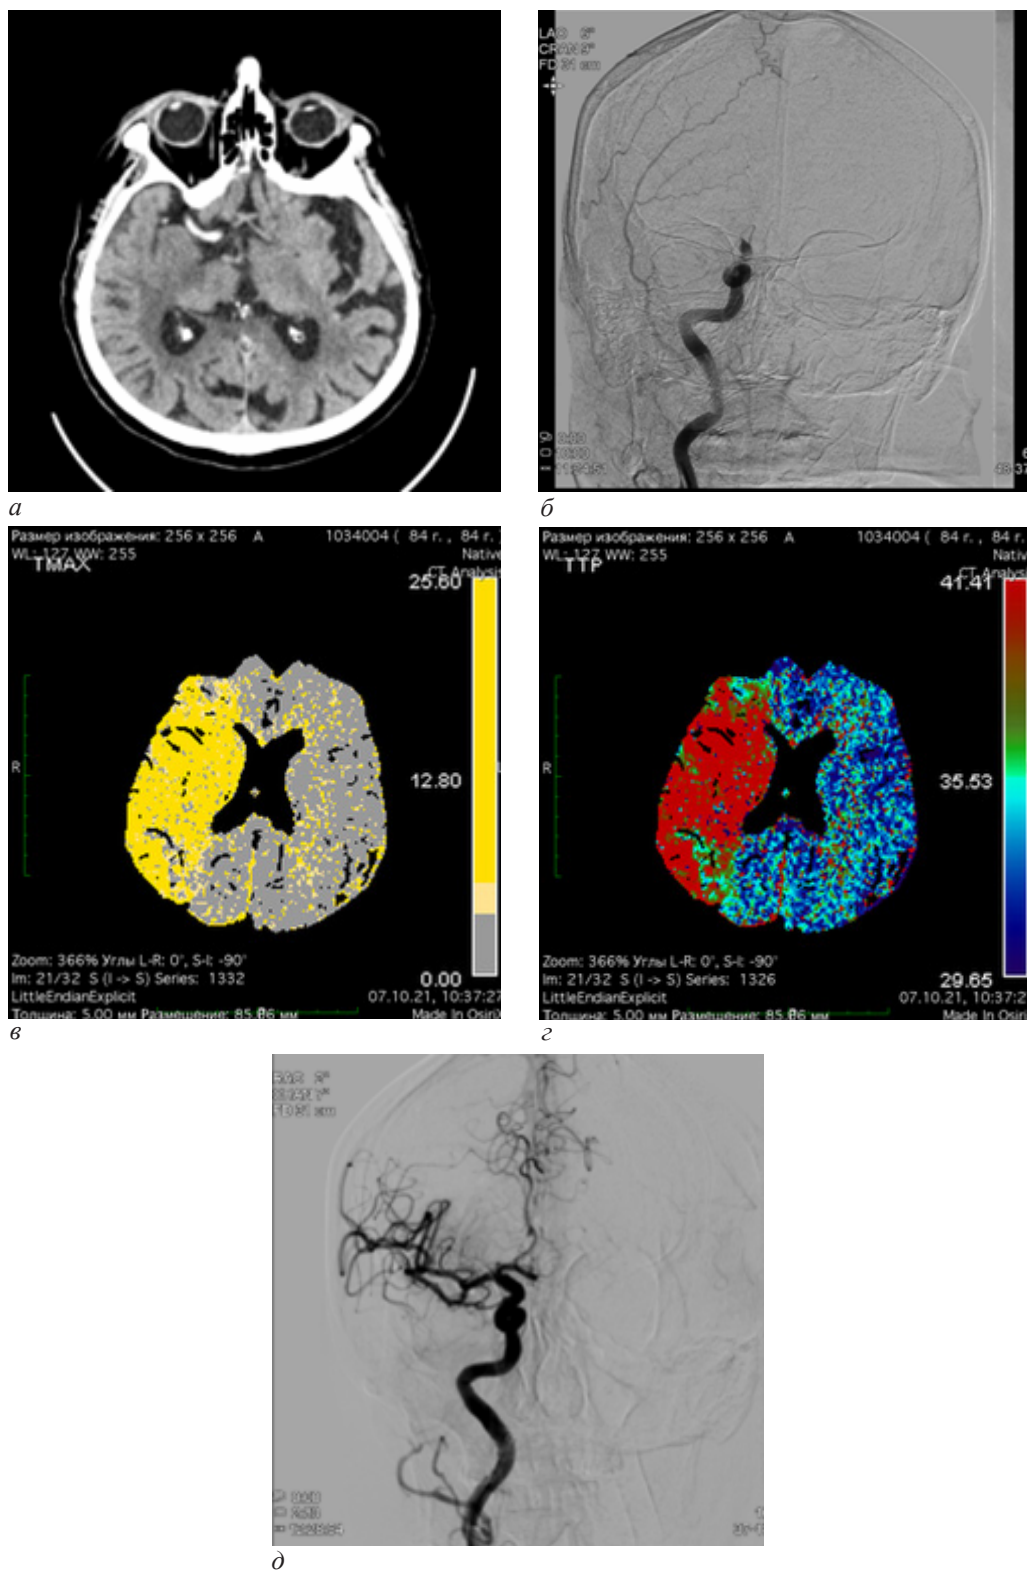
Пример выполнения ВСТЭ у пациента с острым ишемическим инсультом через 10 часов от манифестации заболевания: а – данные нативной КТ головного мозга, при которой определяется протяженная окклюзия правой внутренней сонной и средней мозговой артерий; б – данные селективной церебральной ангиографии. Отсутствие контрастирования ВСА дистальнее офтальмического сегмента; в, г – данные КТ-перфузии, при которой определяется обширная зона ишемической полутени, без сформированного ядра ишемии; д – результат ВСТЭ с восстановлением проходимости по правым ВСА и СМА
